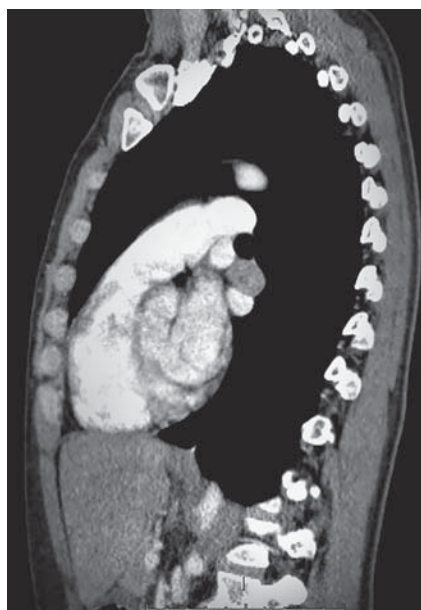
МСКТ органов грудной клетки с КУ. Сагиттальная проекция – увеличенный лимфатический узел в области корня левого легкого.
